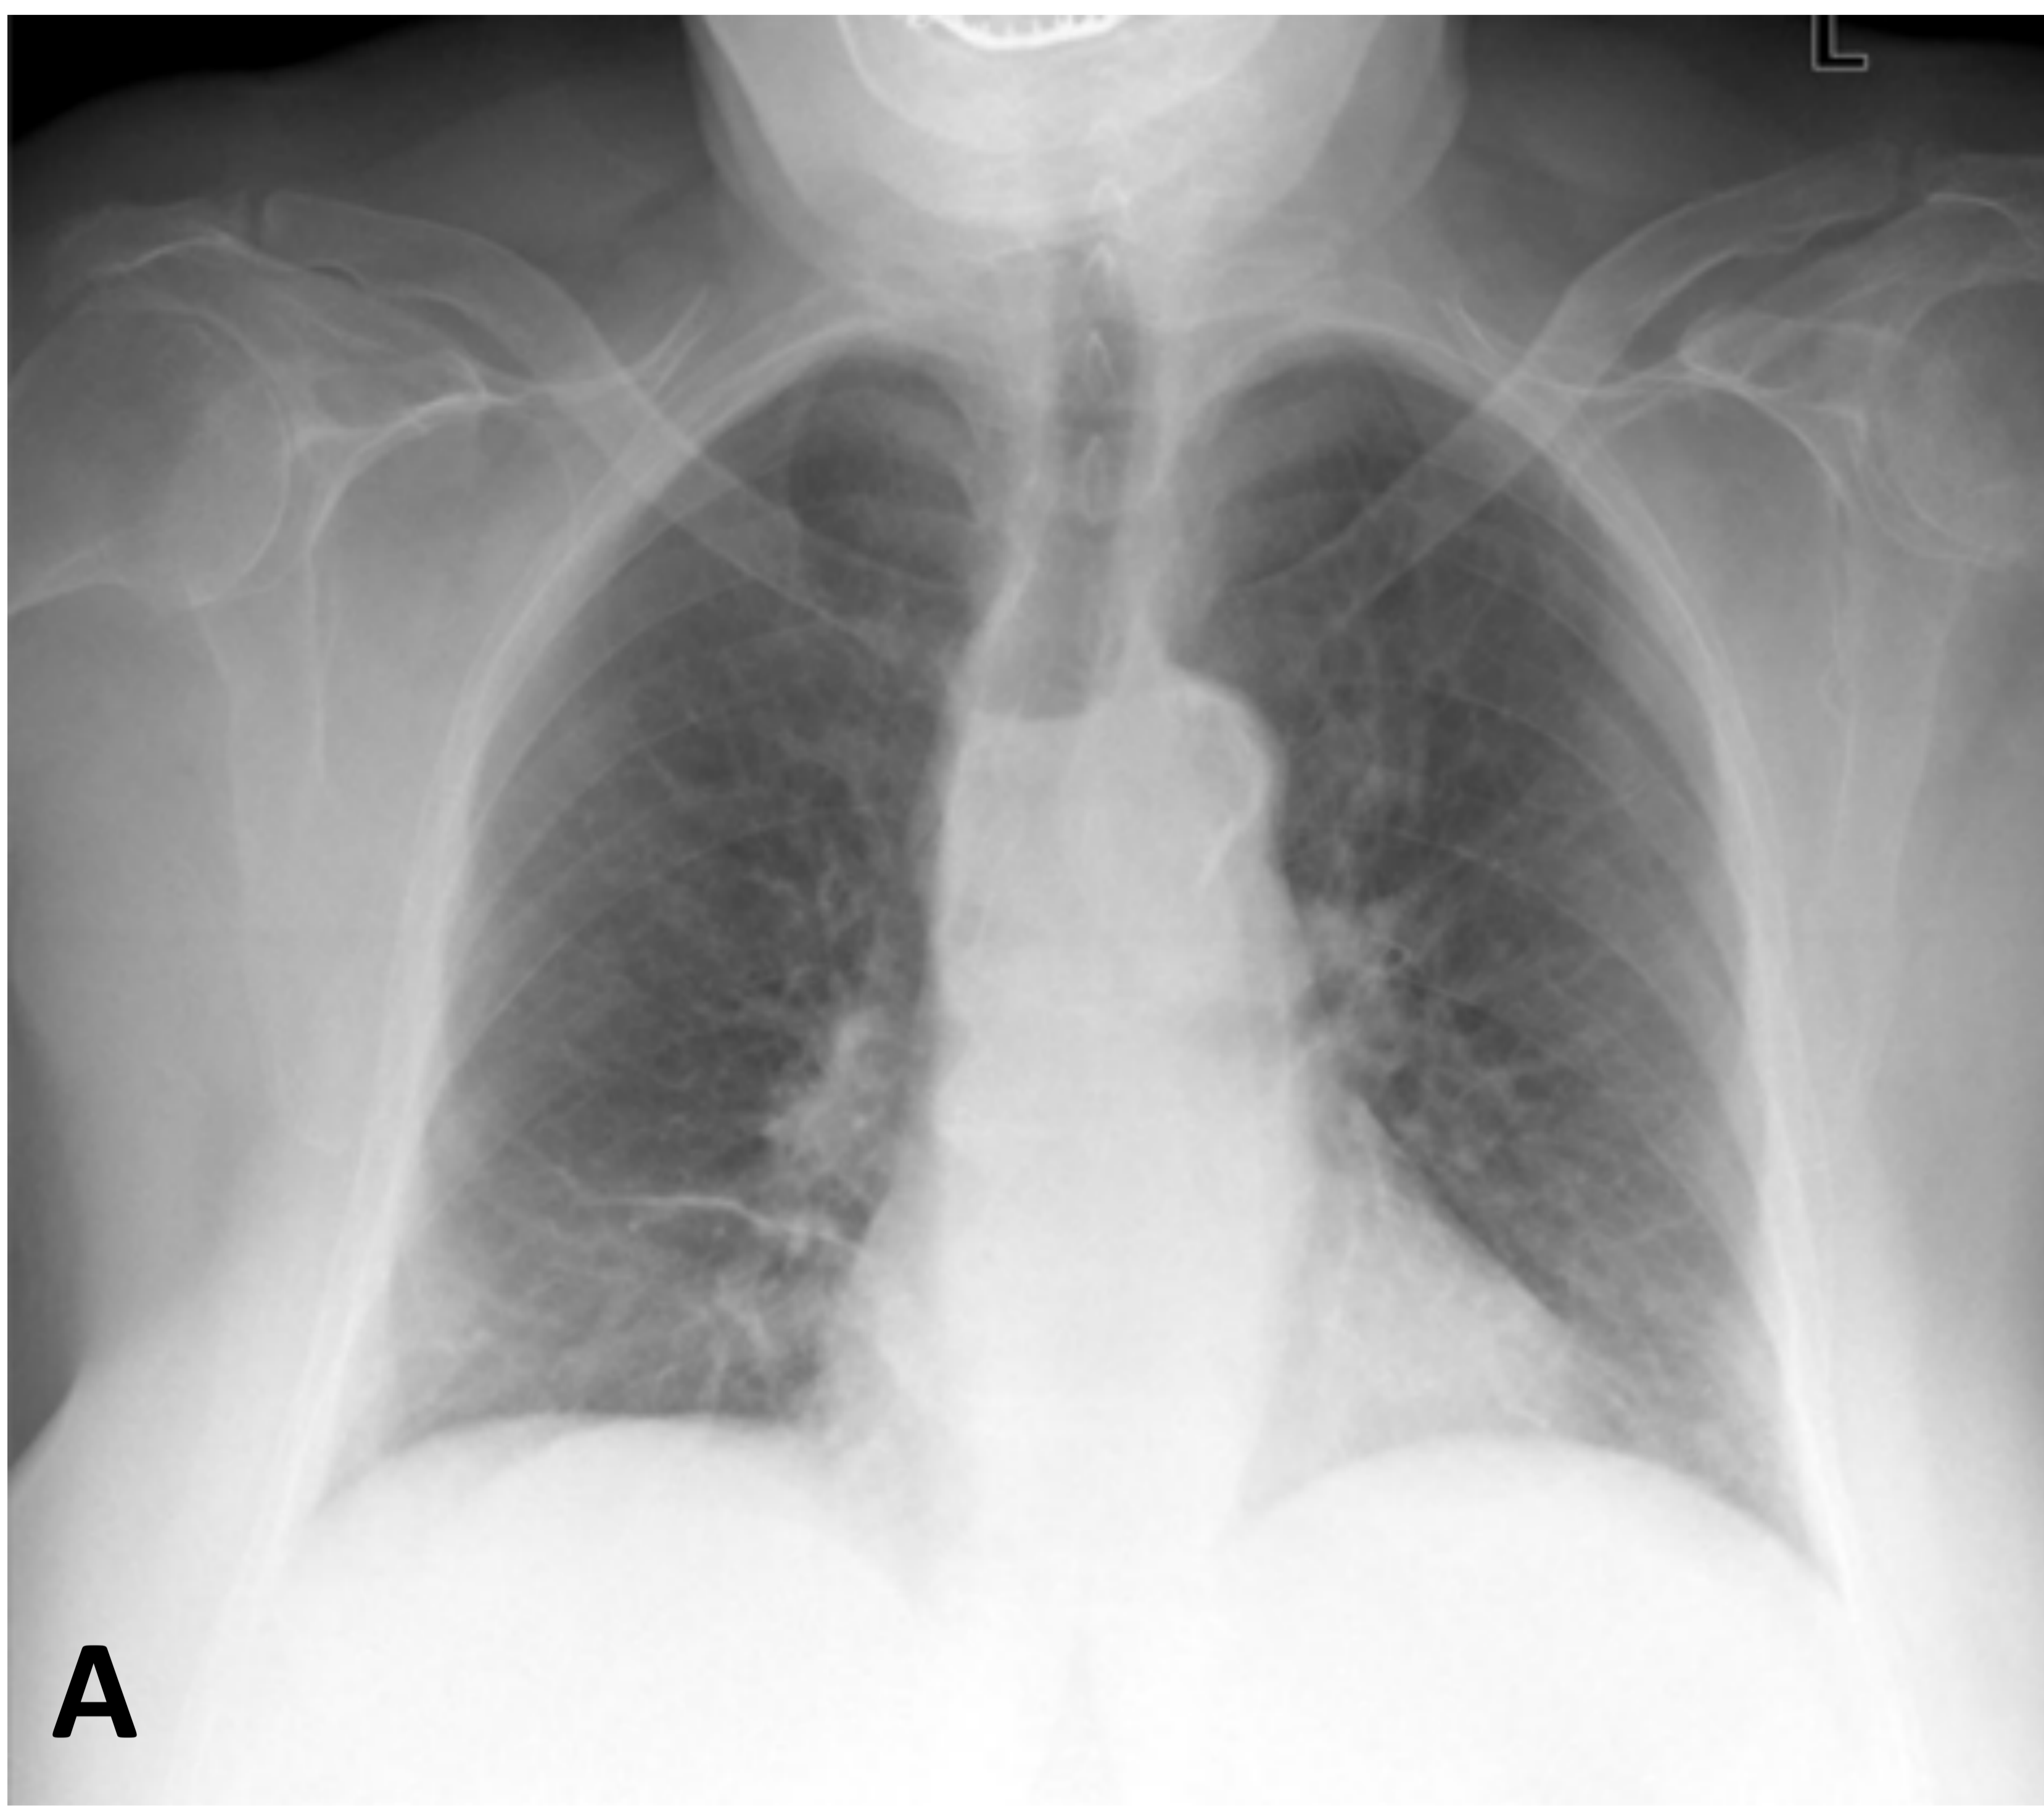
Acalasia esofágica. Mujer 81 años tos seca preferentemente nocturna de meses de evolución. A) y B) Rx de tórax PA y lateral. C) y D) Rx de tórax PA y lateral magnificadas. Nivel hidroaéreo proyectado sobre columna aérea traqueal en la Rx PA [flecha amarilla en C], corresponde en la Rx lateral a dilatación esofágica con un nivel hidroaéreo [flecha naranja en D]. E) TC torácica ventana de mediastino sagital, dilatación difusa esofágica con contenido y afilamiento “en pico” de esofágico distal. Manometría esofágica confirmó trazado compatible con acalasia clásica, buena evolución tras dilatación endoscópica.
